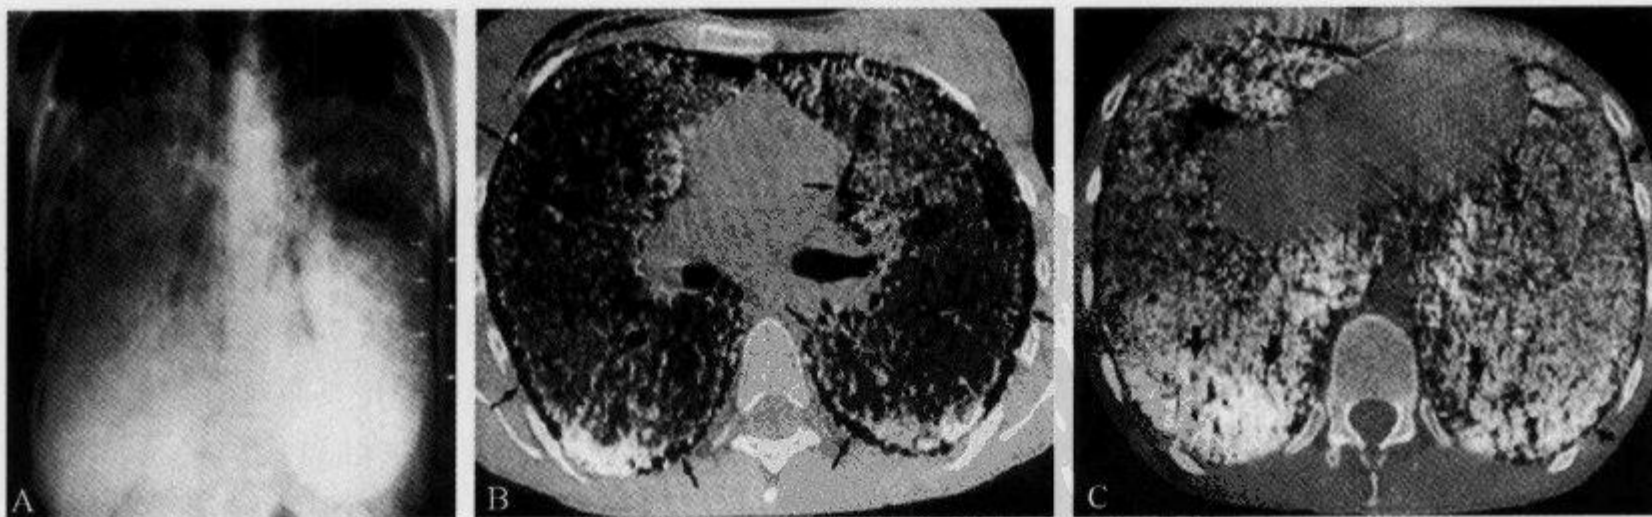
X 线平片及 HRCT 示“黑边征”
